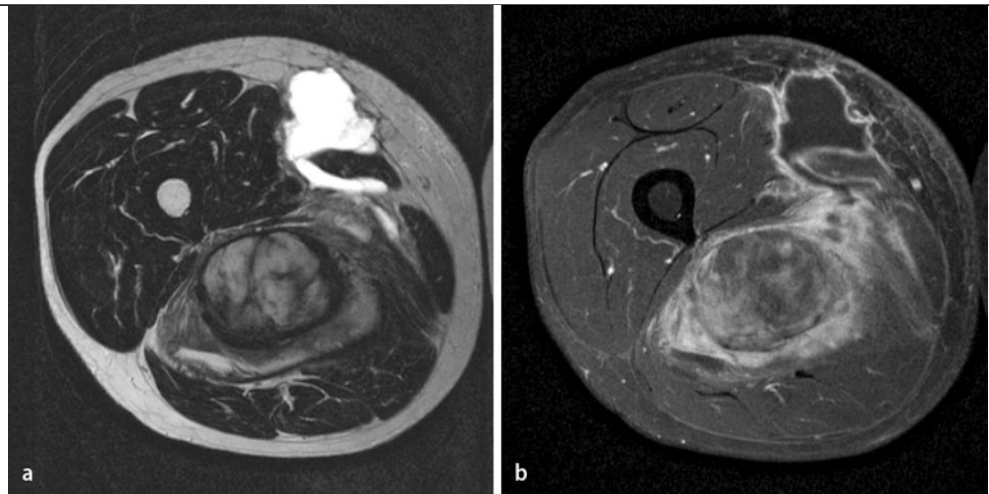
▲ Liposarkom rechter Oberschenkel dorsal, G3, sekundär extrakompartimentär nach Falschbiopsie von ventral, a MRT, T2-Wichtung SE (Spinecho), b MRT, T1-Wichtung fettgesättigt mit Kontrastmittel
